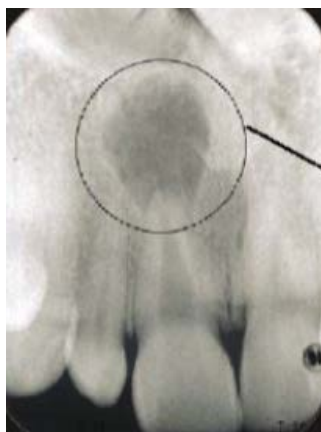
Fotografía de una radiografía dentoalveolar que muestra una zona radiolúcida, que indica lesión por periodontitis periapical. ¹
